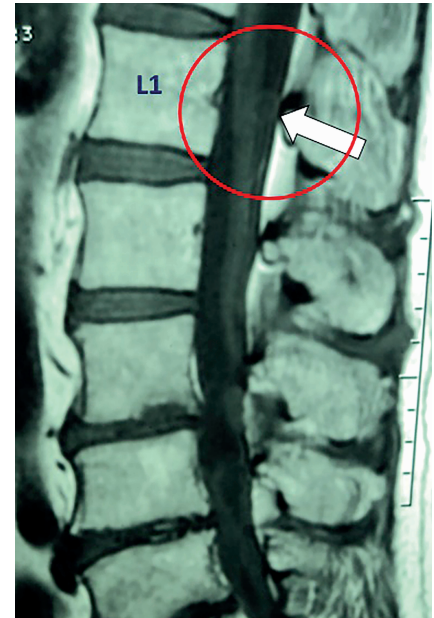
Resonancia magnética lumbar (secuencia T1) con imagen quística intrarraqúidea extramedular a nivel de L1.
